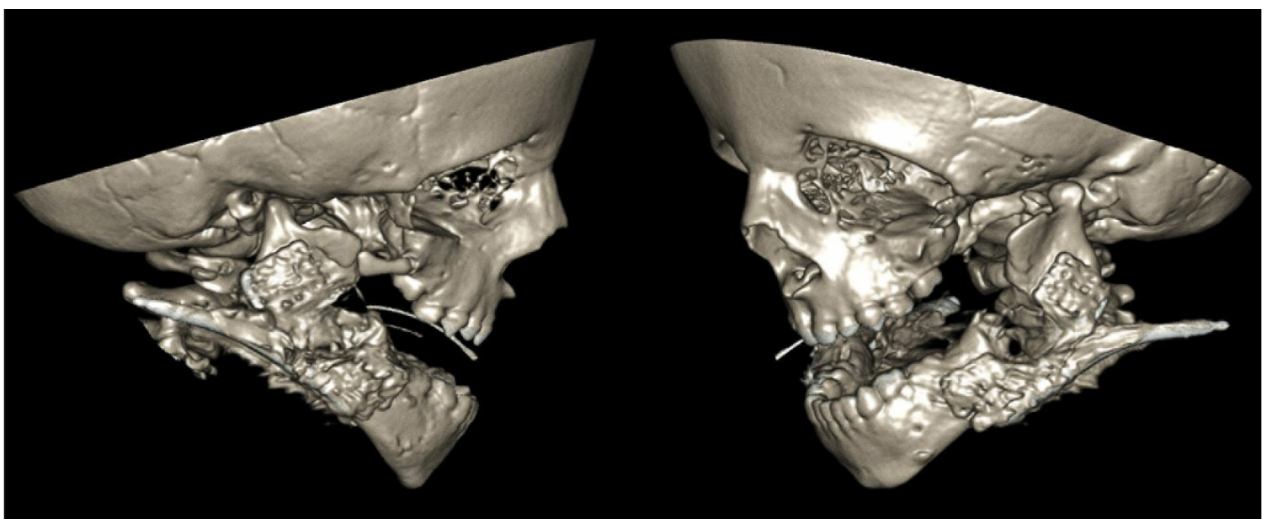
3d-CT efter endt distraktion.
